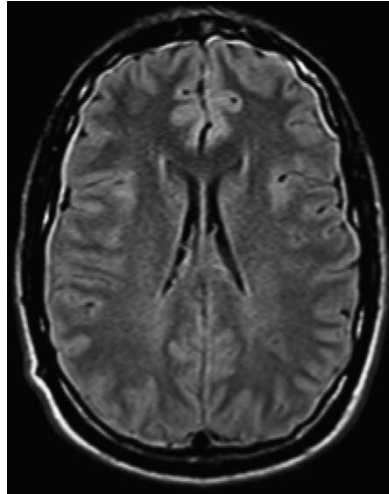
Imagen FLAIR de un paciente con sín-drome de hipotensión intracraneal, en la que se obser-van hematomas subdurales bilaterales.
